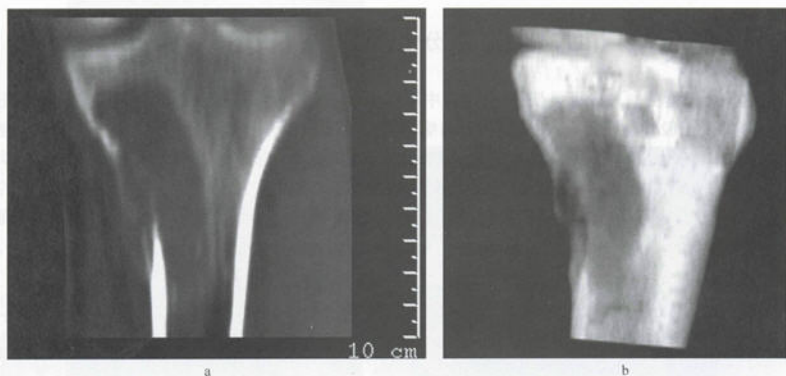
CT重建显示肿瘤侵犯范围(毛细血管扩张型骨肉瘤)
